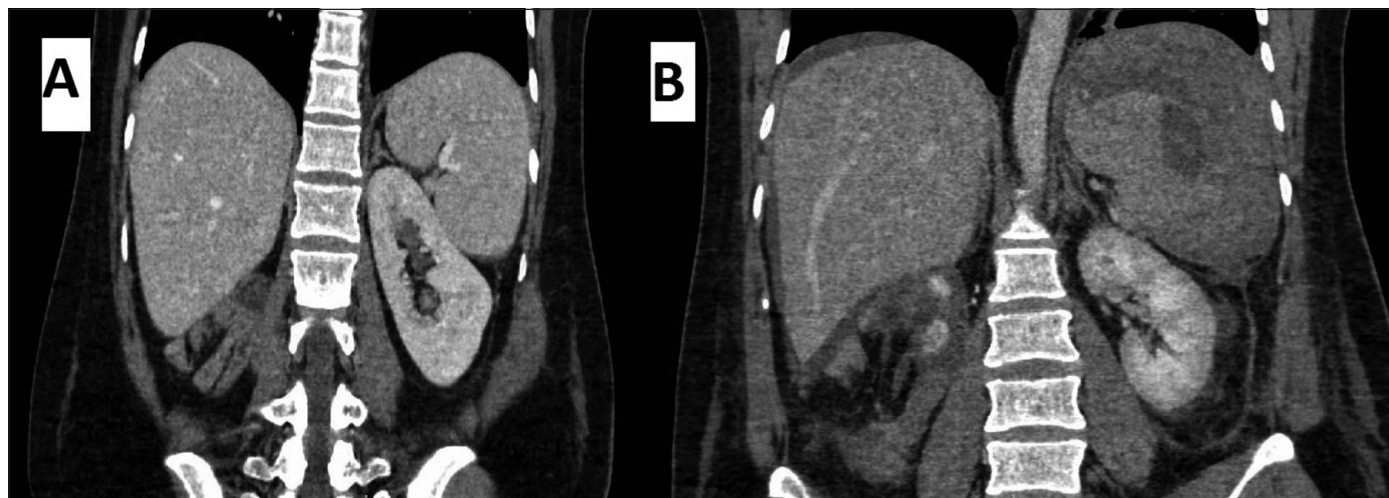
Cortes coronales de una tomografía de abdomen con contraste ev. A) Al momento de acudir a la urgencia. B) Posterior al dolor abdominal súbito.
